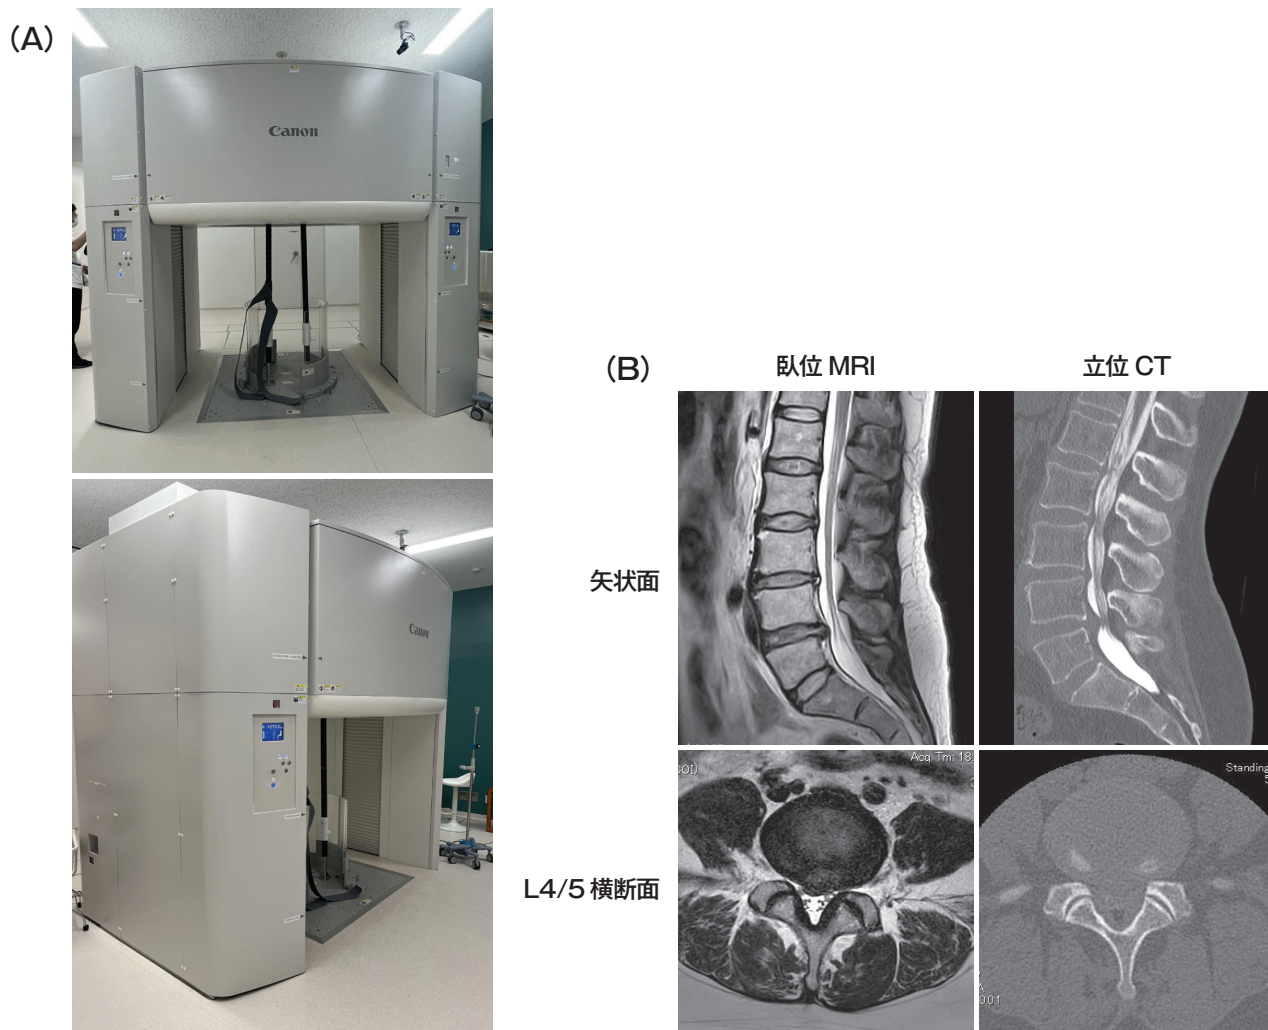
A)立位CT B)同一患者の臥位MRI像(左)と立位CTによる脊髓造影CT像(右)
